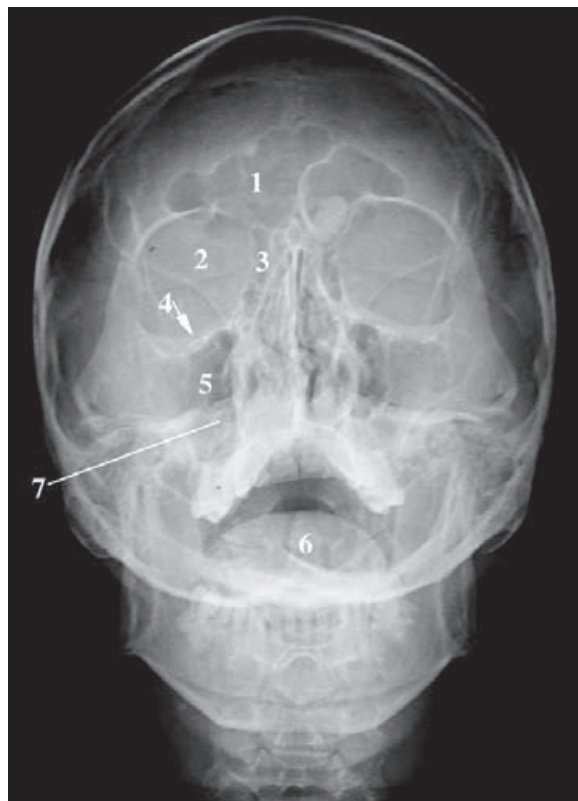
Radiografía posteroanterior de la cara (proyección de Waters). 1) Seno frontal. 2) Órbita. 3) Celdas etmoidales. 4) Orificio infraorbitario. 5) Seno maxilar. 6) Diente del axis. 7) Línea que marca la porción petrosa del temporal.
